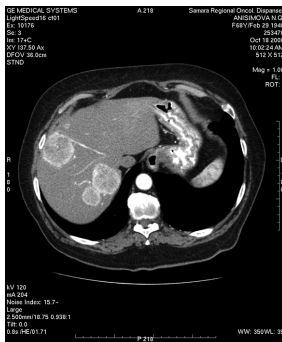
Компьютерная томограмма брюшной полости с контрастным усилением. Видны метастазы в печени
